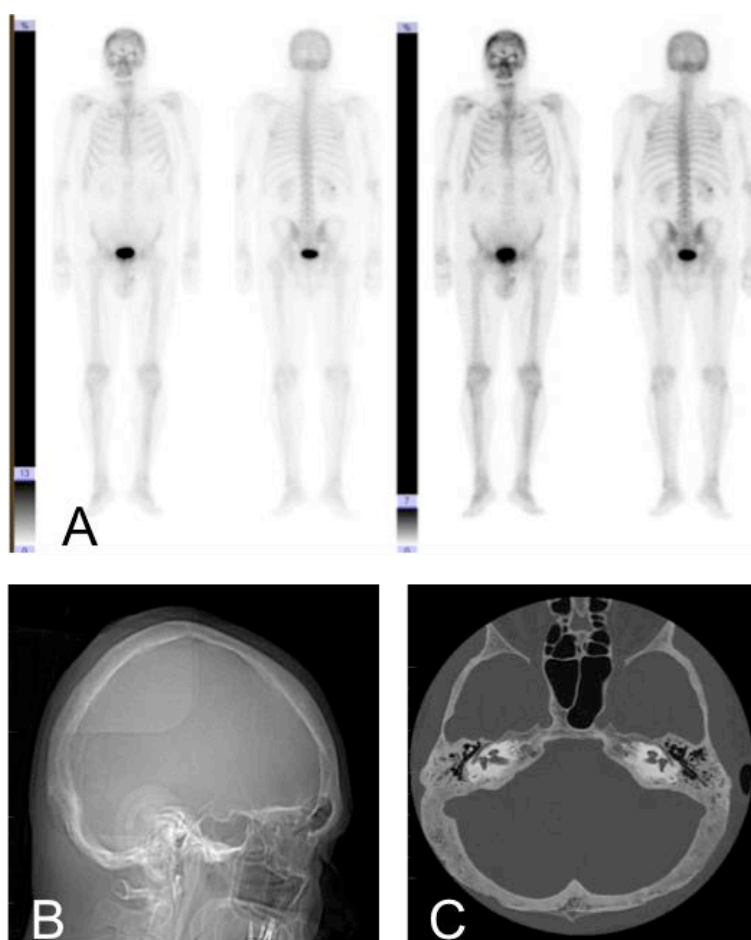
A: Aumento de la fijación de radiotrazador en calota craneal más posterior en la gammagrafía. B: Radiografía lateral de cráneo que muestra afectación de la región posterior de los parietales y hueso occipital de características mixtas. C: Sección axial de TC de base craneal que muestra la afectación ósea mixta de predominio escleroso del hueso occipital y ambos temporales.
